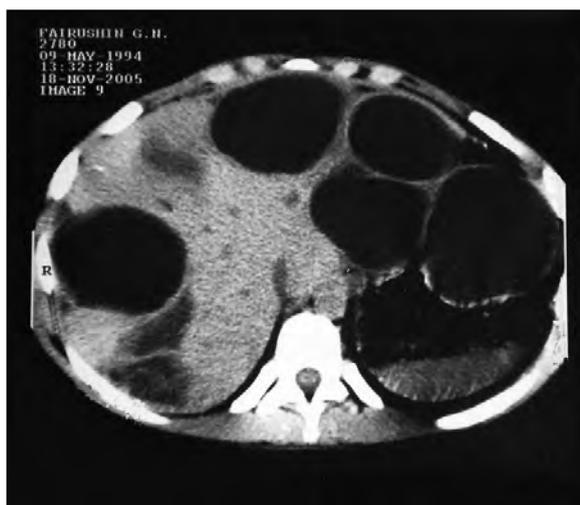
а, б. Компьютерные томограммы печени с множественными эхинококковыми кистами, которые находятся в различных стадиях развития
